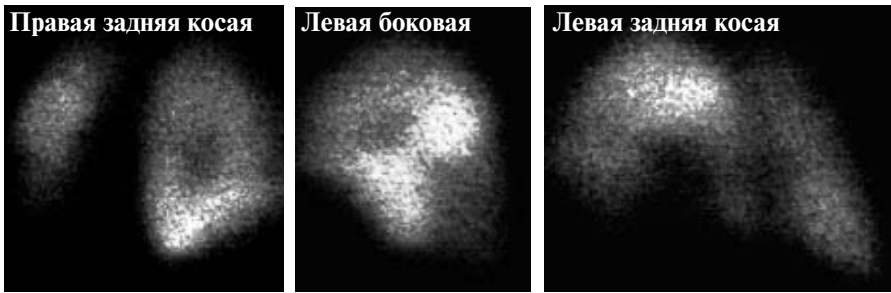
Перфузионные сцинтиграммы легких здорового человека.
